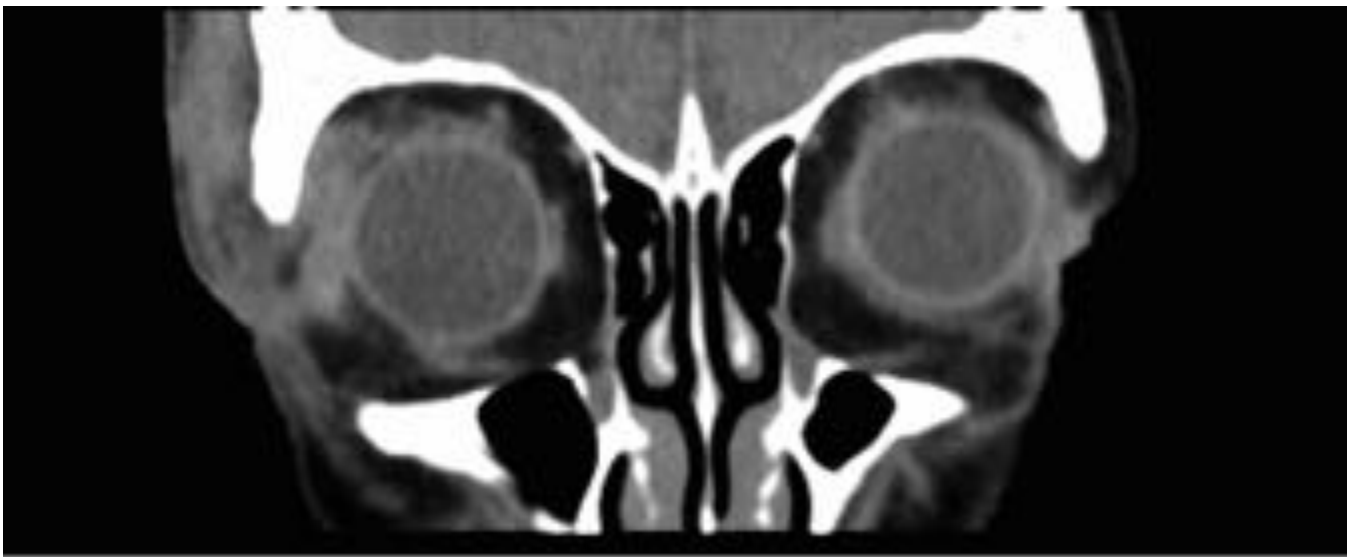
HEMATOMA PRESEPTAL. Imagen de TC de órbitas, corte coronal sin contraste. Aumento de densidad de partes blandas a nivel preseptal derecho en probable relación con hematoma, en mujer con antecedente de traumatismo en ojo derecho. No se aprecian alteraciones a nivel de globos oculares ni afectación de la grasa orbitaria. La musculatura oculomotora y los nervios ópticos se objetivan
